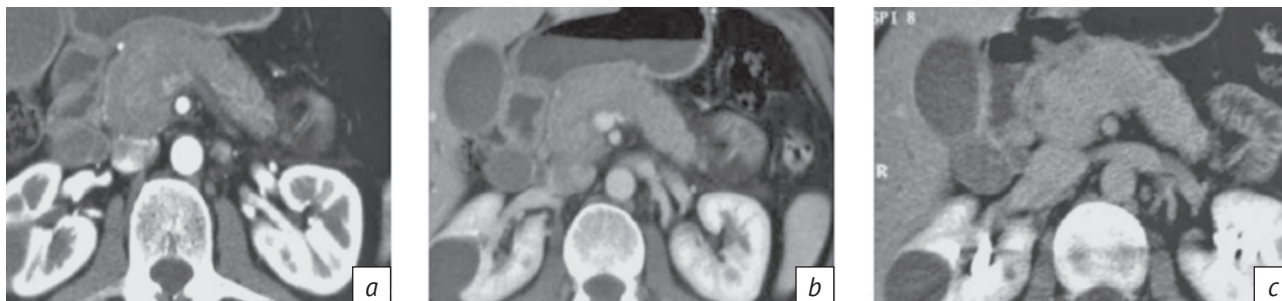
Компьютерные томограммы поджелудочной железы. Мультипланарные реконструкции в аксиальной проекции в артериальную (*a*), панкреатическую (*b*) и портовоензную (*c*) фазы. Максимальное накопление контрастного препарата фиброзно измененной паренхимой поджелудочной железы отмечается в портовоензную фазу
